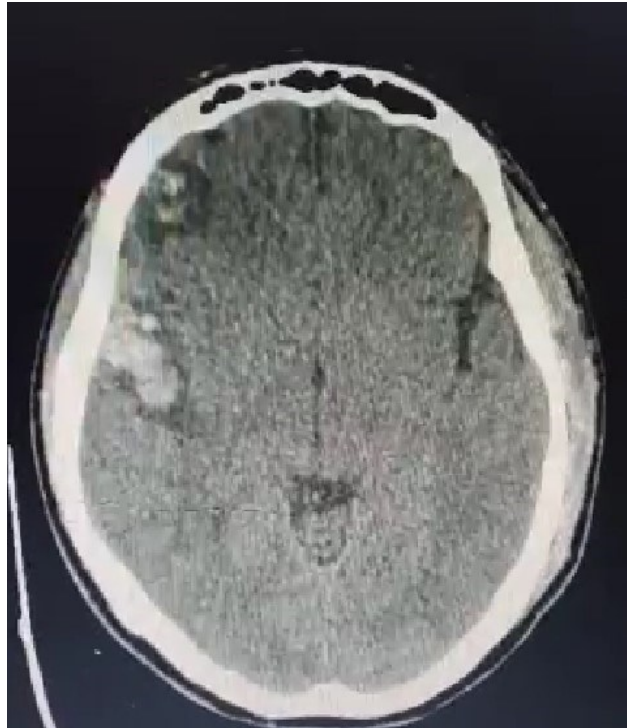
TAC SIMPLE DE CRÁNEO, corte axial: se observa lesión hiperdensa intraparenquimatosas en región frontotemporal derecha en relación a contusión cerebral, con un área hipodensa perilesional en relación a edema cerebral pericontusional.
